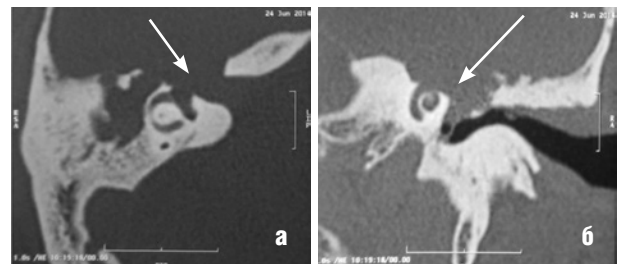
КТ височных костей (аксиальная (а) и коронарная (б) проекции) — определяется образование тимпанальной и лабиринтной части лицевого нерва (проекция *g. geniculate*) правой височной кости с разрушением стенки улитки, преддверия, внутреннего слухового прохода, верхней и передней грани пирамиды височной кости (стрелки)
